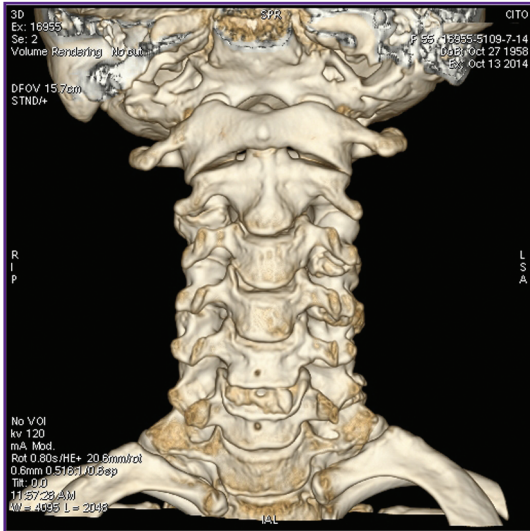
МСКТ: трехмерная реконструкция изображения; вид спереди
